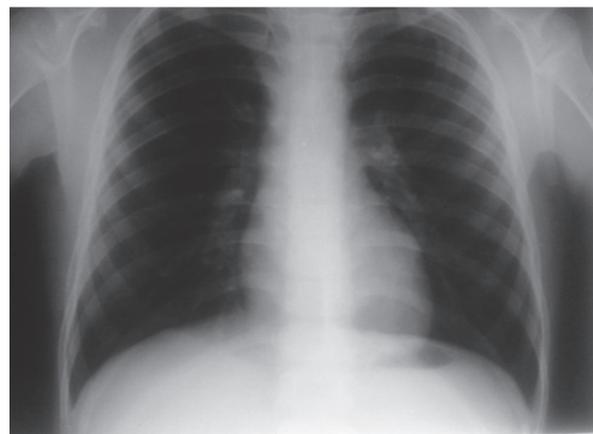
La radiografía a las 4 semanas muestra remisión completa de la imagen redondeada.
